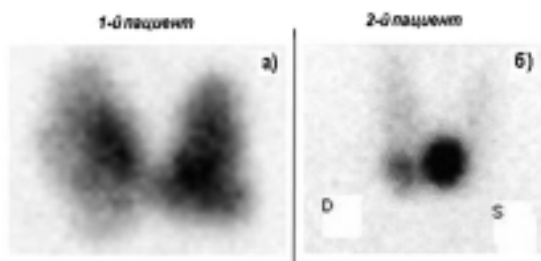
Сцинтиграфия щитовидной железы: а – признаки многоузлового зоба; б – признаки тиреотоксической аденомы щитовидной железы.
